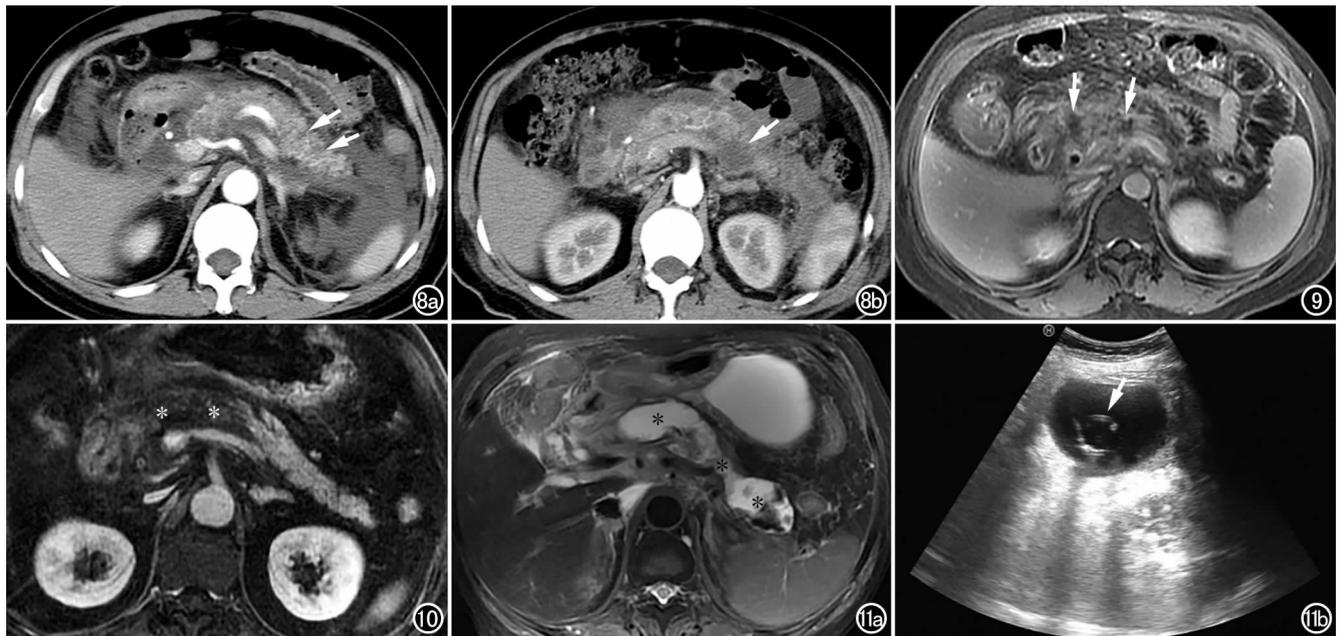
男,62岁,急性坏死性胰腺炎(胰内局灶性坏死的演变)。a)发病后2天CT增强动脉晚期示胰腺尾部斑点状、斑片状低密度影(箭);b)发病后10天复查CT增强动脉晚期示胰腺尾部坏死灶范围扩大(箭)。图9 女,43岁,急性坏死性胰腺炎(胰内局灶性坏死)。发病后5天MRI增强静脉期示胰腺头部多发斑点、斑片状坏死灶(箭),系局灶性胰腺实质坏死。图10 男,65岁,急性坏死性胰腺炎(胰内大面积坏死)。发病6天MRI增强静脉期示胰头、颈、部分体部的大面积无强化区(*),提示胰腺大面积的实质坏死。图11 女,76岁,急性坏死性胰腺炎(全胰液化性坏死)。a)发病后1月余MRI抑脂T₂WI示全胰腺坏死(*),整个胰腺被包裹性坏死灶完全取代(胰腺消失征);b)局麻后超声引导下置管引流(箭),胰腺区见11cm×5cm的液性暗区,穿刺抽出淡红色液体约250mL。
